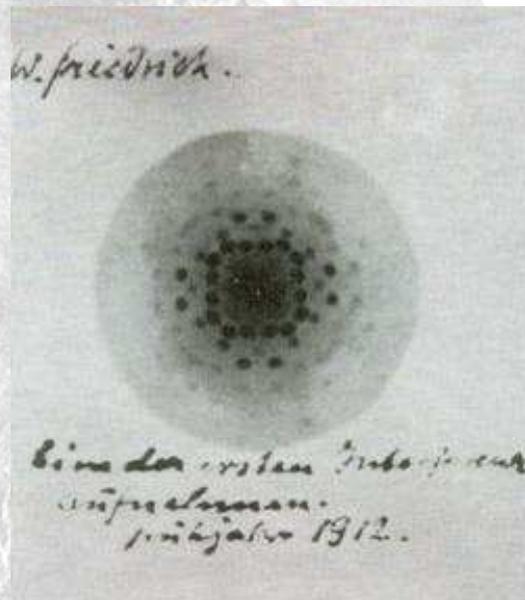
Fotografie der Beugungsmuster nach Durchgang von Röntgenstrahlen durch ein Kristallgitter
